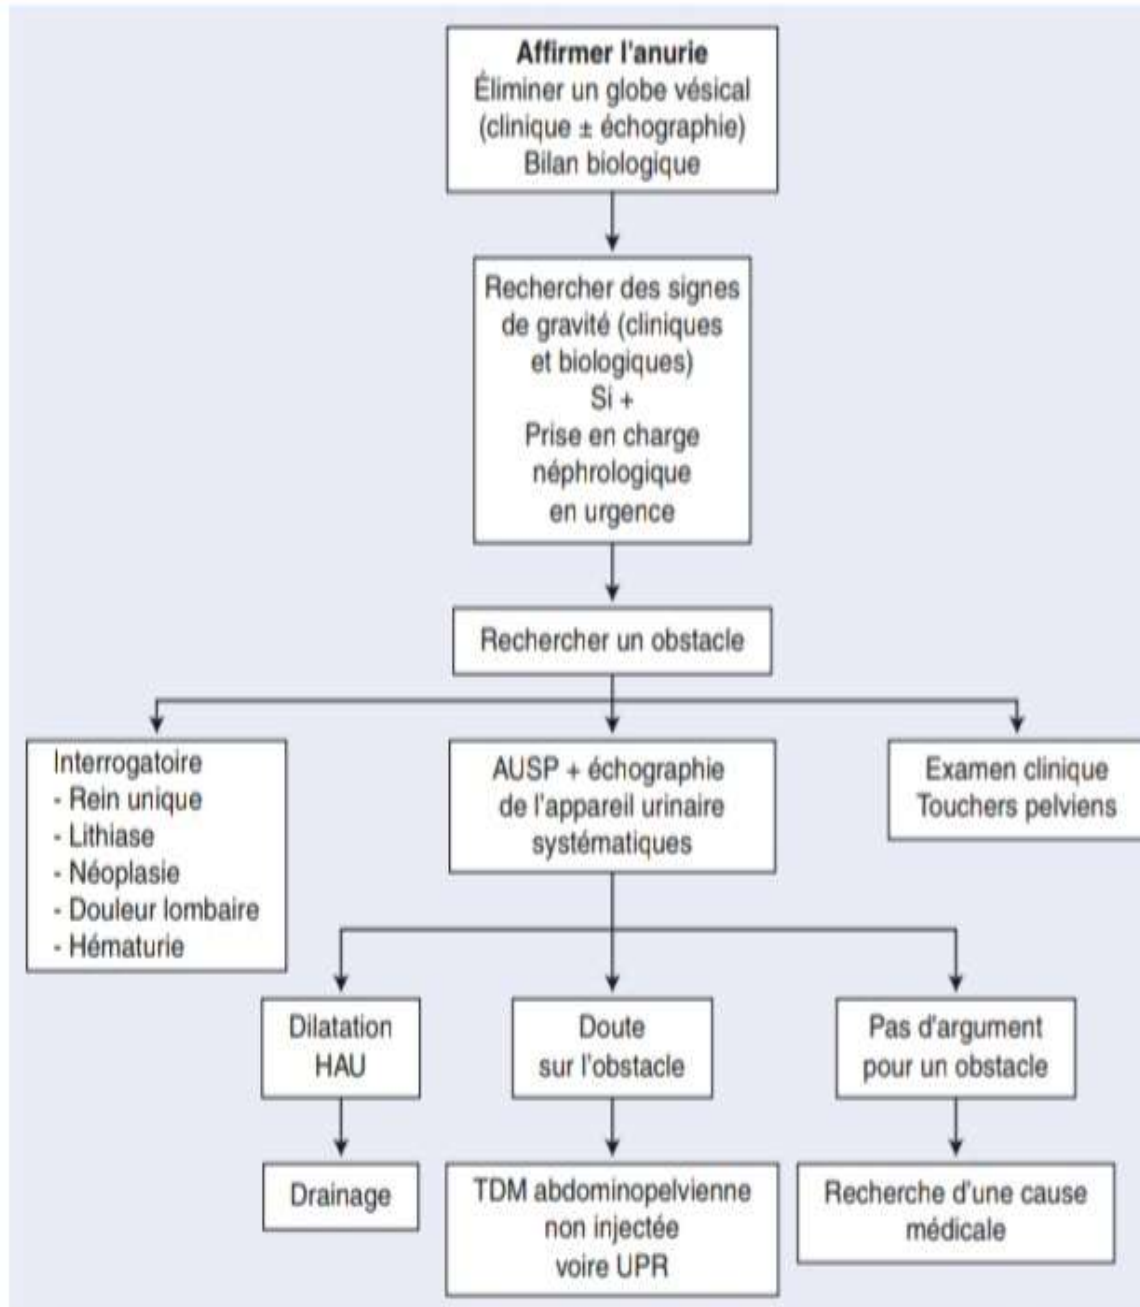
Arbre décisionnel. Recherche d'une cause obstructive à une anurie. AUSP : arbre urinaire sans préparation ; TDM : tomodensitométrie ; HAU : haut appareil urinaire ; UPR : urétéropyélographie rétrograde.
